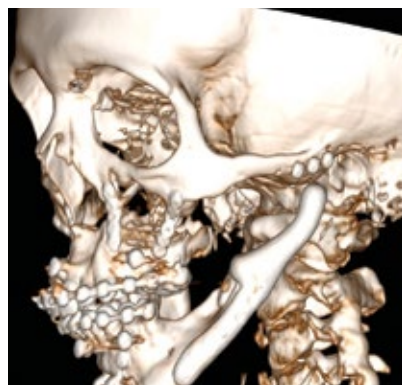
МСКТ лицевого скелета «ПОСЛЕ»
